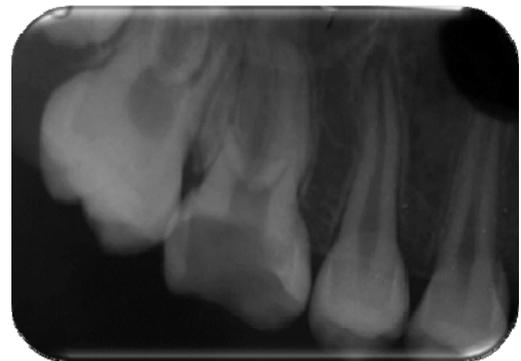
Radiográfica Periapical Preoperatoria
